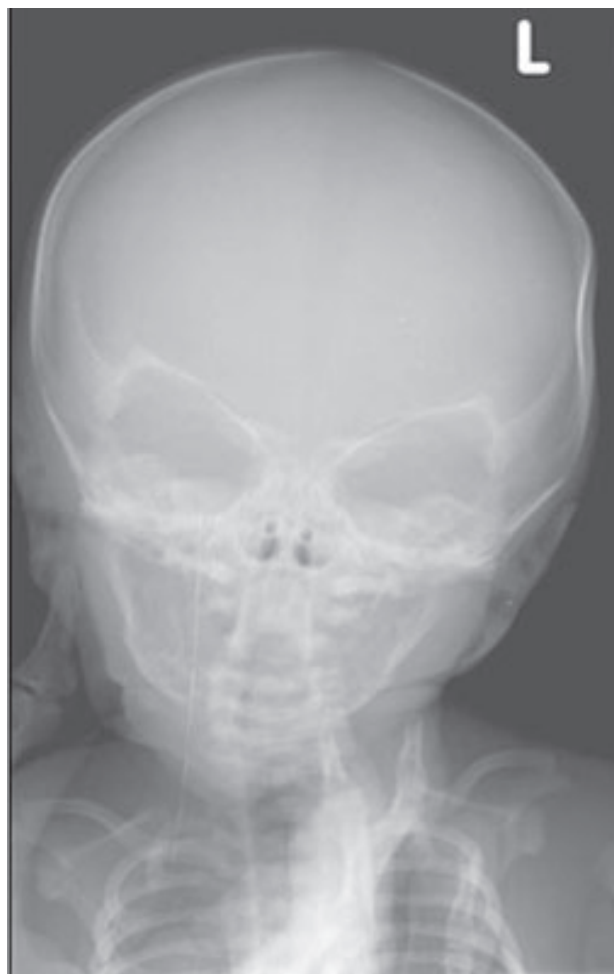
Aspect Rx. (radiografie de craniu în incidență antero-posterioară)
